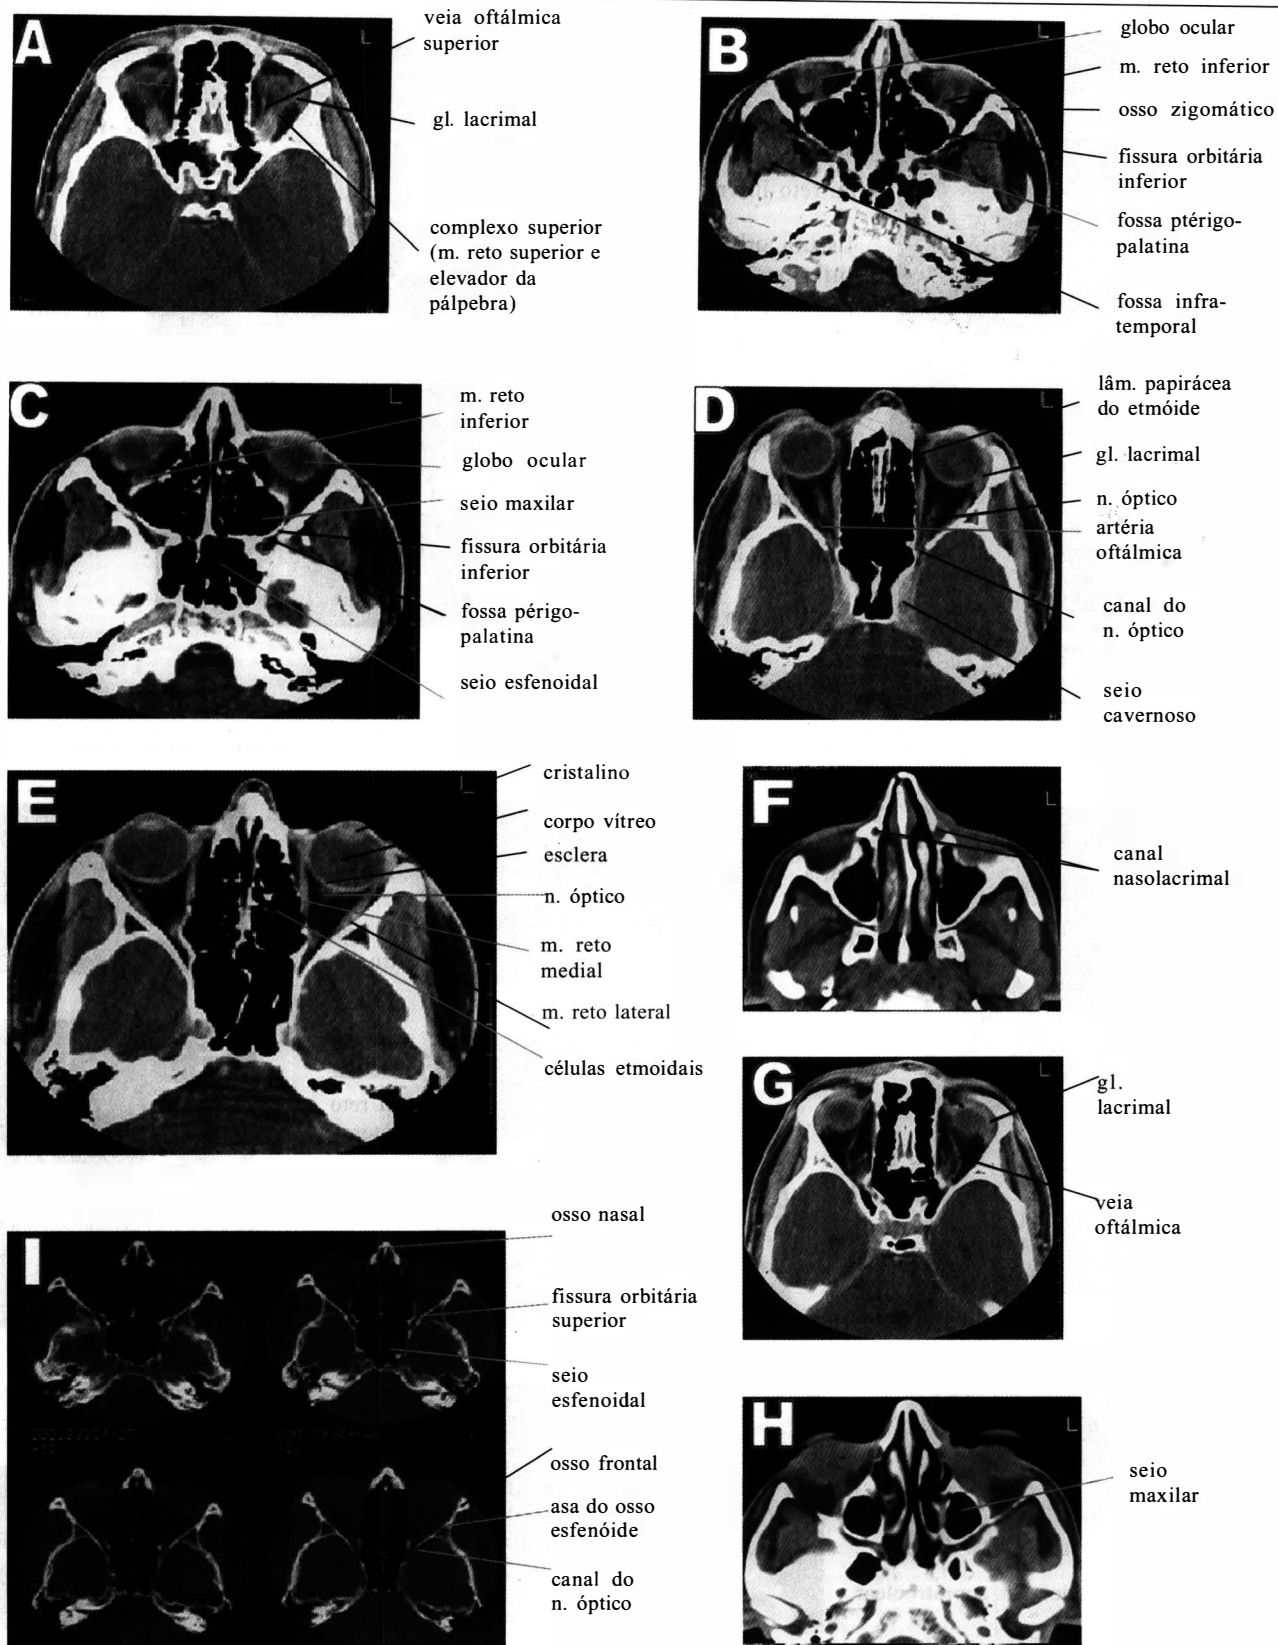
Imagens de TC de órbita normal com cortes de 3 mm no plano axial, obtidas com o paciente em decúbito ventral, estendendo o queixo. (A) a (H) janela para partes moles; (I) janela óssea.
